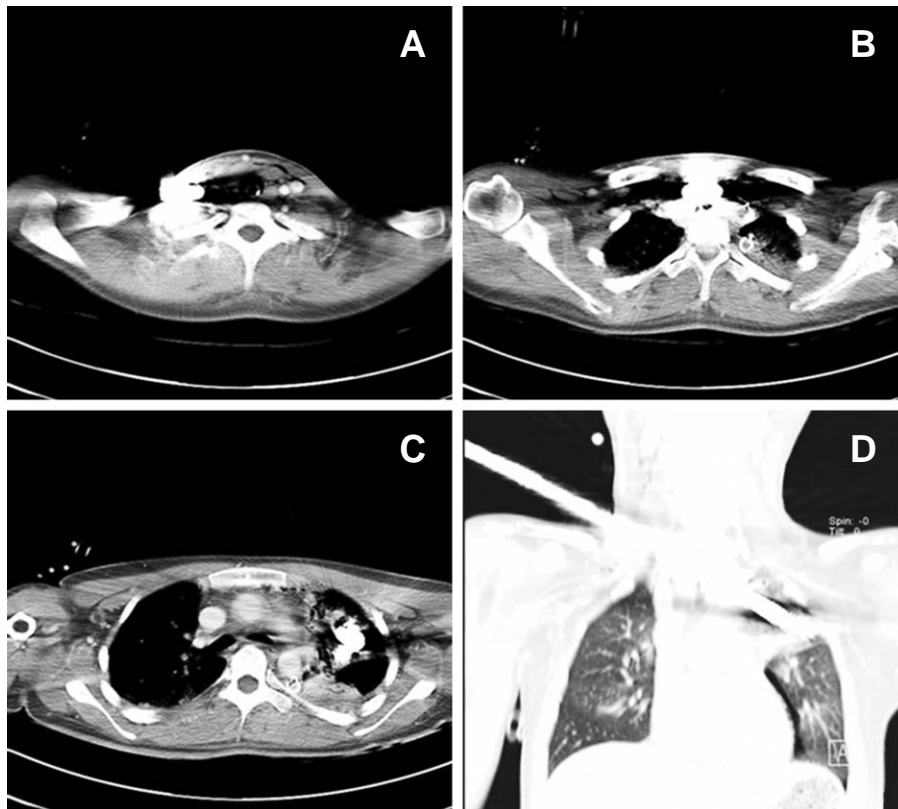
On preoperative CT, a large metallic bar was located just above trachea and in superior anterior mediastinum. Air space consolidations were seen on left upper and lower lobes, and pleural fluid with pleural air densities were seen on left hemithorax.
